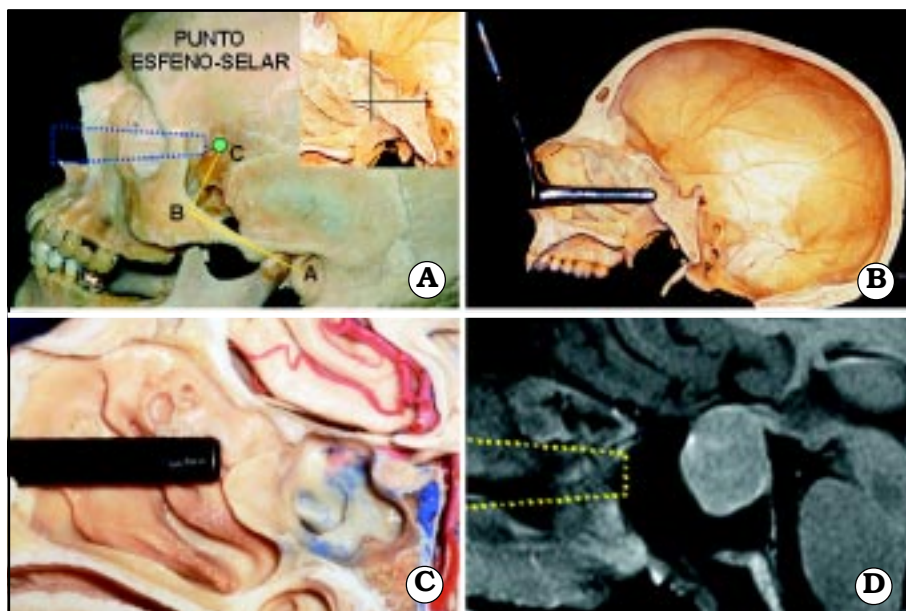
Punto esfenoselar. A. El punto esfeno-selar, situado en la intersección de una línea vertical que pasa por la pared anterior del seno esfenoidal con una línea horizontal que pasa por el piso de la silla turca, se ubica a un promedio de 4,10 cm por delante y 2,33 cm por arriba del conducto auditivo externo (punto verde). B. Espéculo manual colocado paralelo al piso, dirigido al punto esfeno-selar. C. Espéculo autostático colocado paralelo al piso, dirigido al punto esfeno-selar. D. Erepresentación en una IRM con un tumor de hipófisis de la dirección del espéculo dirigido hacia el punto esfeno-selar.
